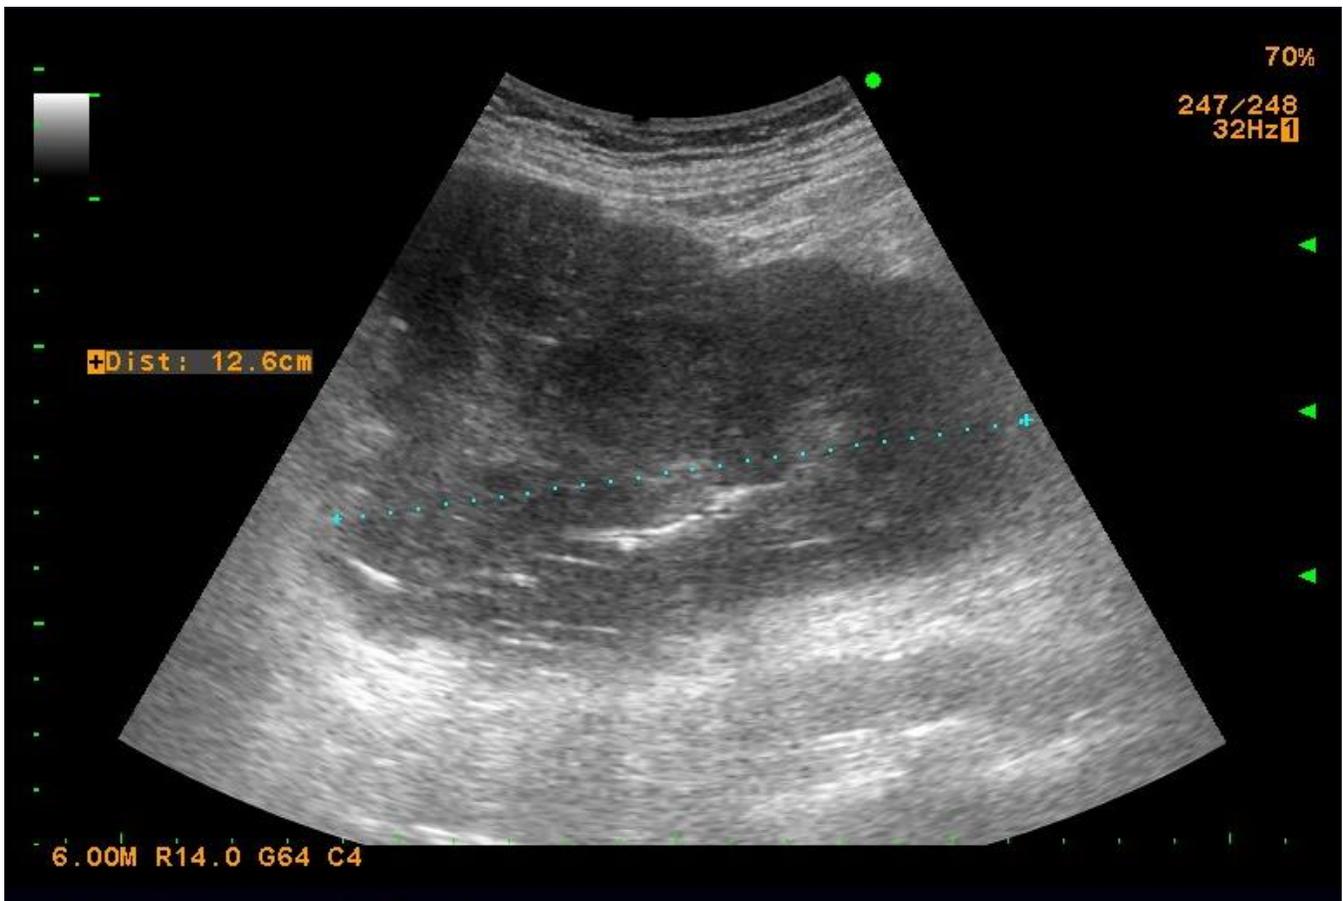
Paciente de 67 años que acude a UMED por dolor abdominal y fiebre de 15 días de evolución. Se le realiza ecografía abdominal donde se observa en vacío izquierdo tumoración heterogénea mesentérica de contornos lobulados, con áreas hiperecoicas en su interior atribuible a gas por probable
